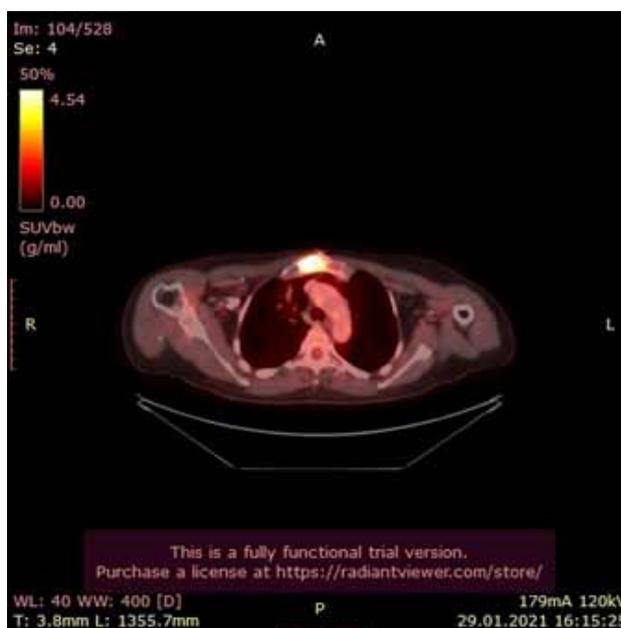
Позитронно-эмиссионная томография. Аксиальный срез. Январь 2021 г. Состояние после ХТ
